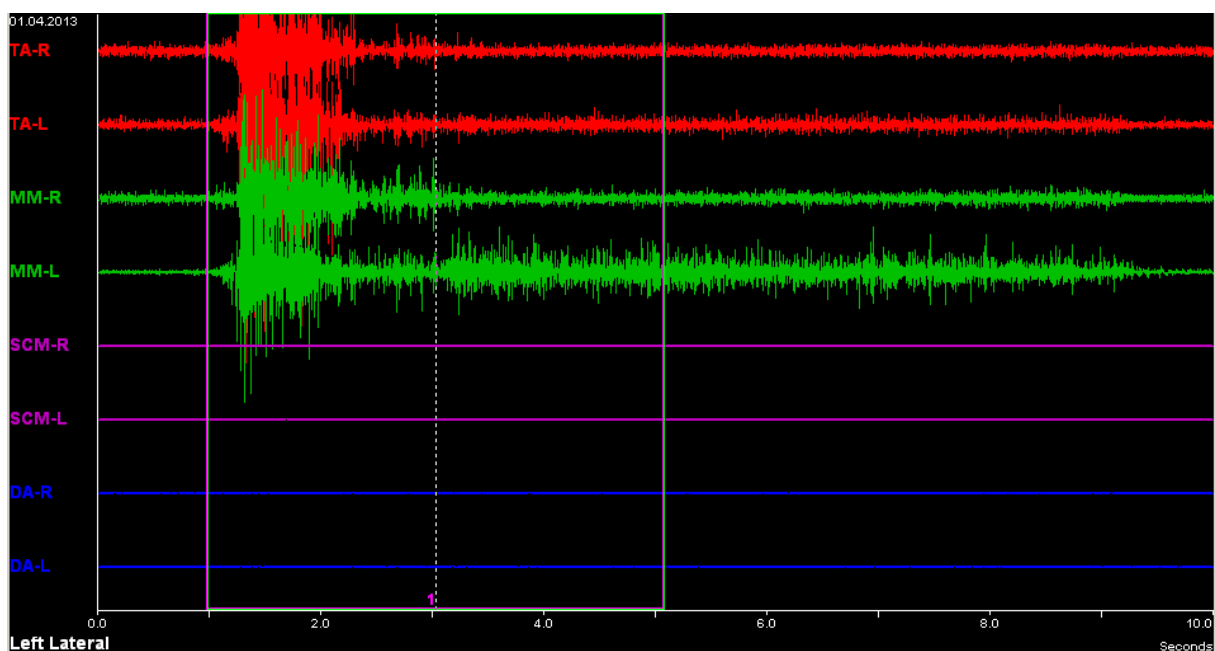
Значительная активность m.Masseter при латеротрузии у пациентов с групповой направляющей.
